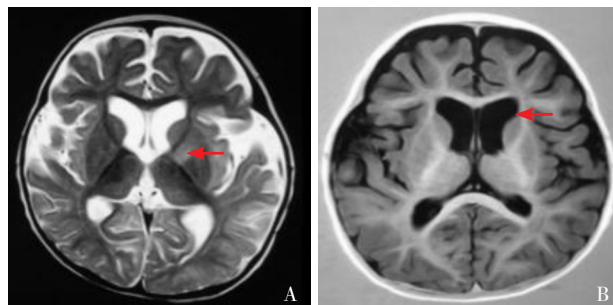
头颅磁共振检查 头部MRI的T2WI相（图A）显示左侧基底节区信号异常（如箭头提示），双侧额、颞、岛叶脑萎缩，双侧外侧裂池增宽；T1WI相（图B）显示左侧侧脑室稍扩张（如箭头提示）。
